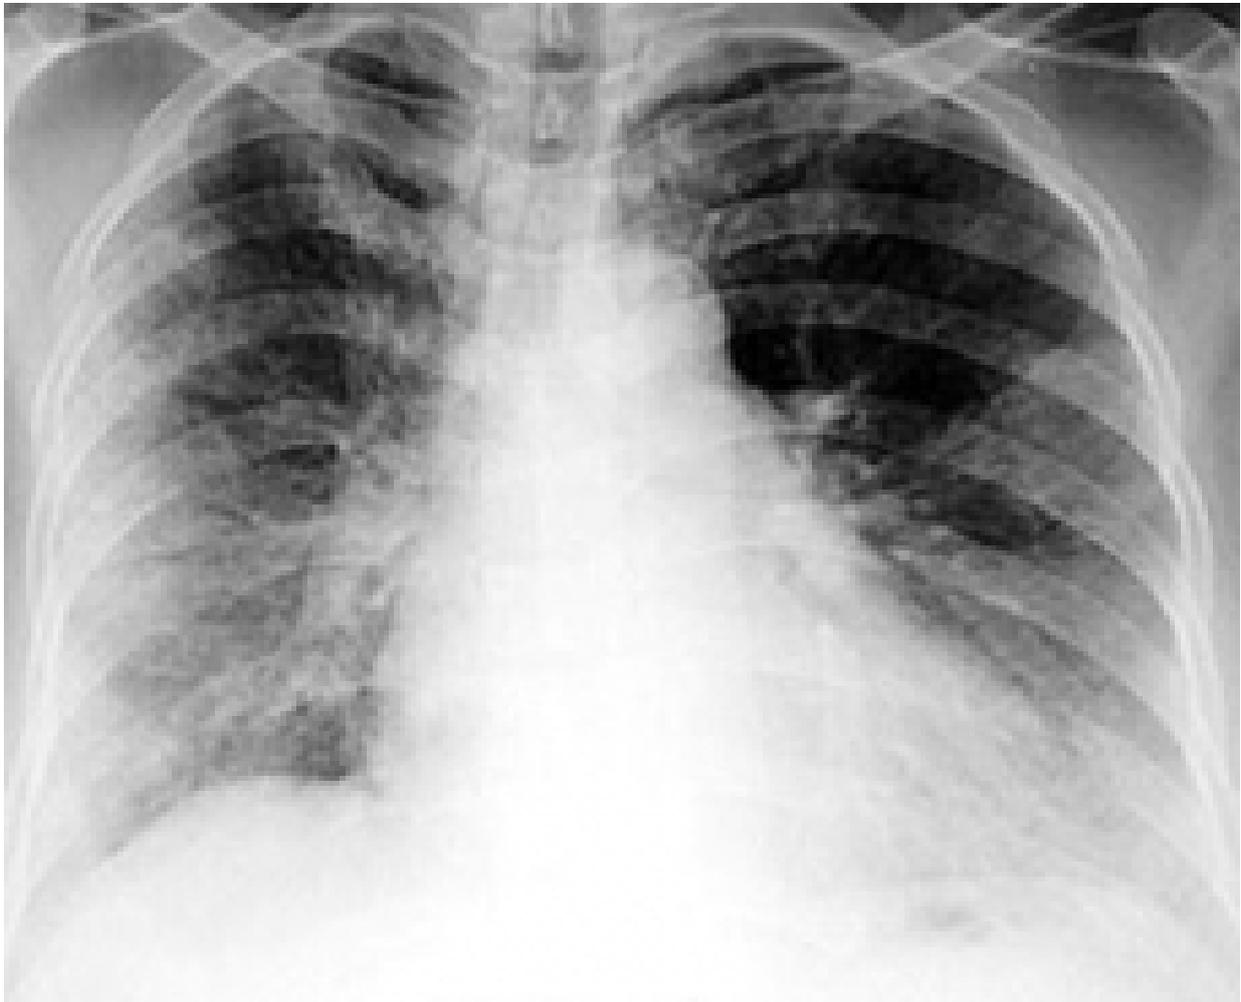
Рентгенограмма грудной клетки. Изменения на рентгенограмме связаны с жировой эмболией лёгочной артерии. С обеих сторон обширные зоны пониженной прозрачности по типу матового стекла [77].
